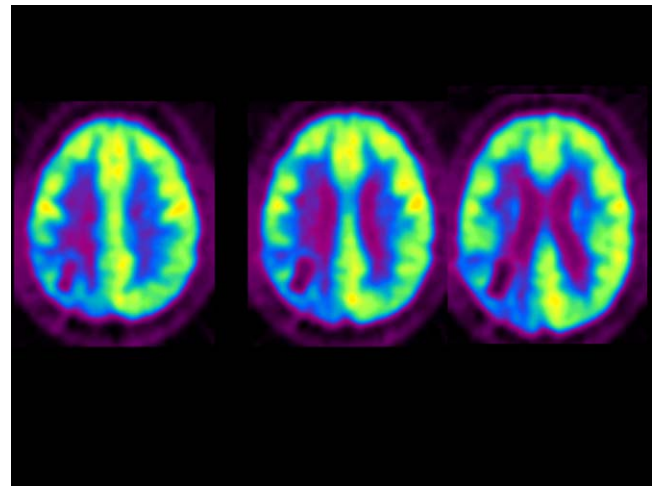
Estudio PET con ^{18}F FDG de un paciente con antecedentes de glioblastoma multiforme intervenido y que finalizó el tratamiento con radioterapia 5 meses antes. Los estudios convencionales planteaban el diagnóstico diferencial entre recidiva y radionecrosis. Se aprecia una lesión parietal derecha con un área de ausencia de metabolismo (necrosis) con una leve actividad perilesional, muy inferior a la actividad cortical próxima y contralateral compatible con radionecrosis que se confirmó en la evolución en el seguimiento evolutivo.
